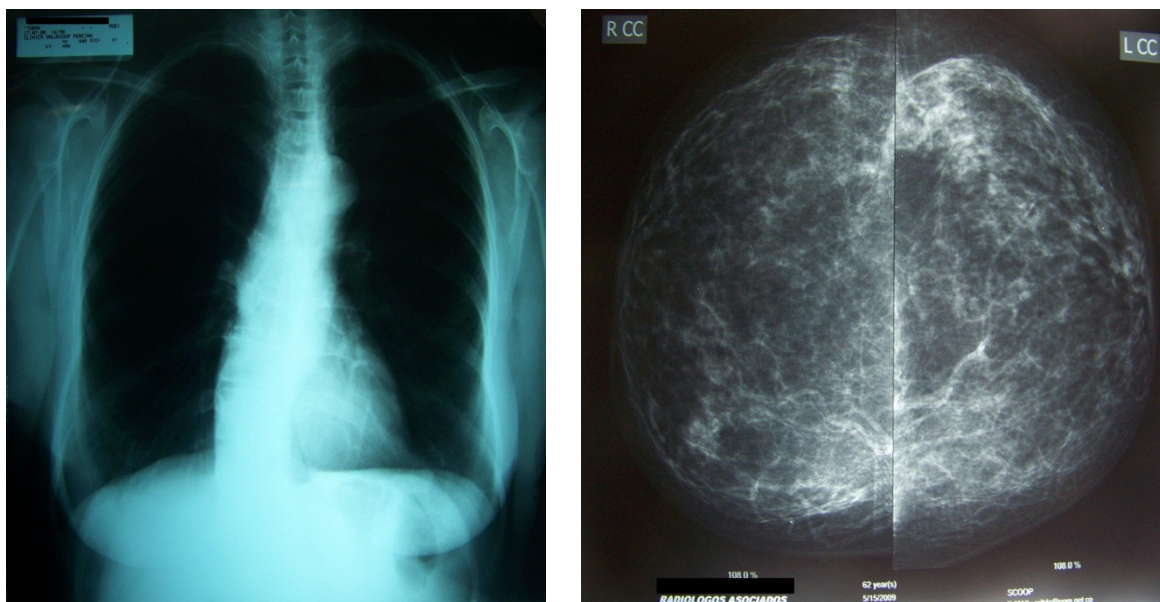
Fotografías de exámenes de extensión para estudio de hallazgos hepáticos. A la izquierda Radiografía de Tórax PA, a la derecha mamografía bilateral. Ambos Sin alteraciones.
